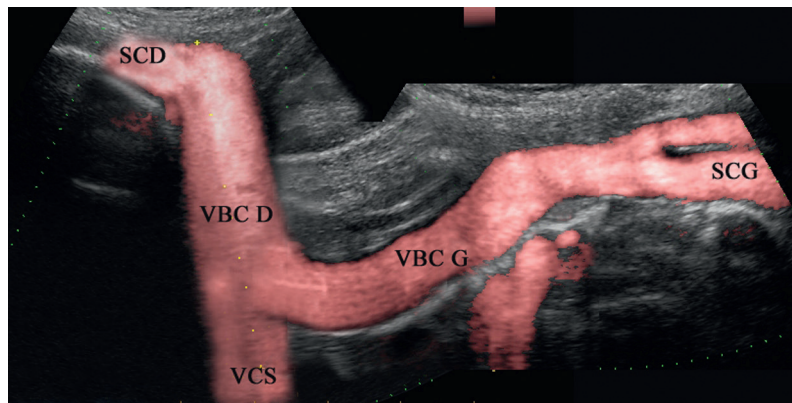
Montage échographique qui permet de visualiser les convergences jugulosubclavières, les VBC droite et gauche et la partie proximale de la VCS.
